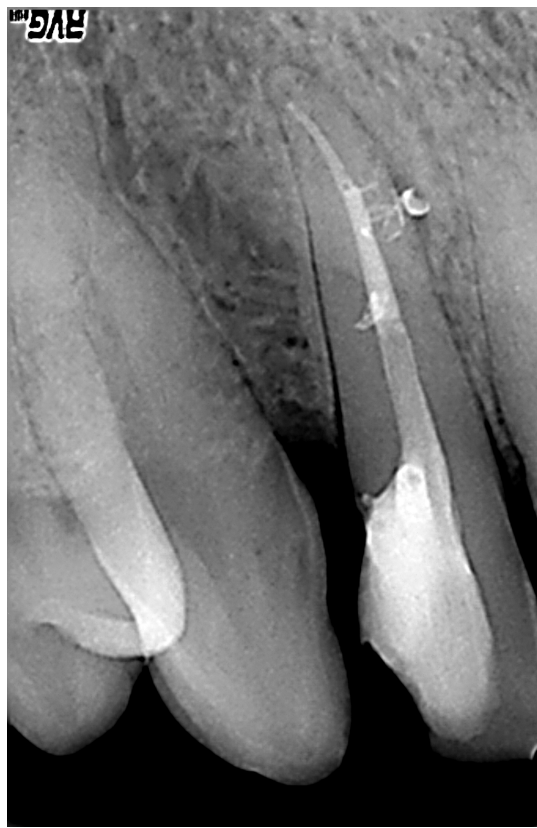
(links): Das Recall-Röntgenbild (02.02.2004) zeigt eine weitgehende knöcherne Regeneration. Abb. 81 (rechts): Auch in der zweiten Recall-Aufnahme vom 02.02.2004 ist die Regeneration klar erkennbar.
